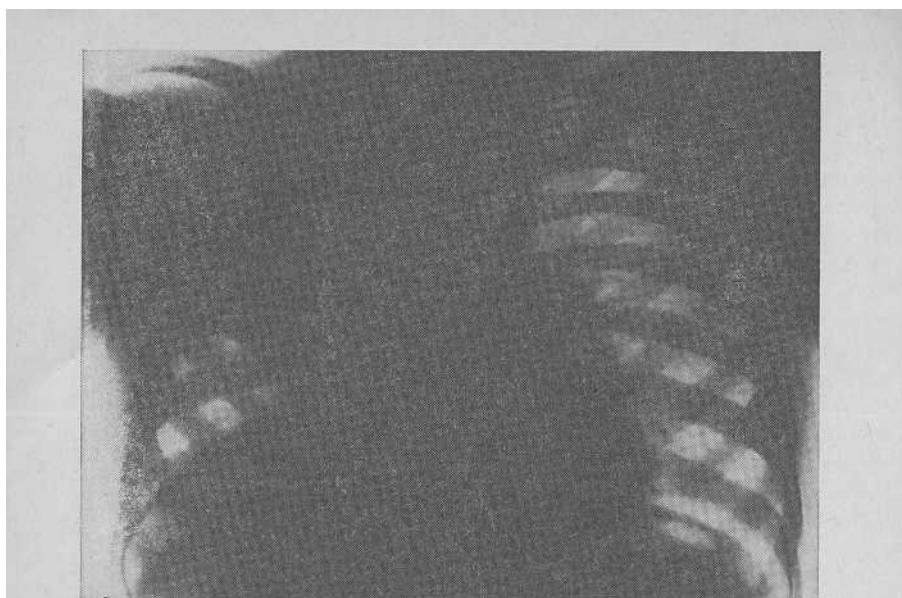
Правосторонняя лобарная казеозная пневмония. Рентгенограмма.
